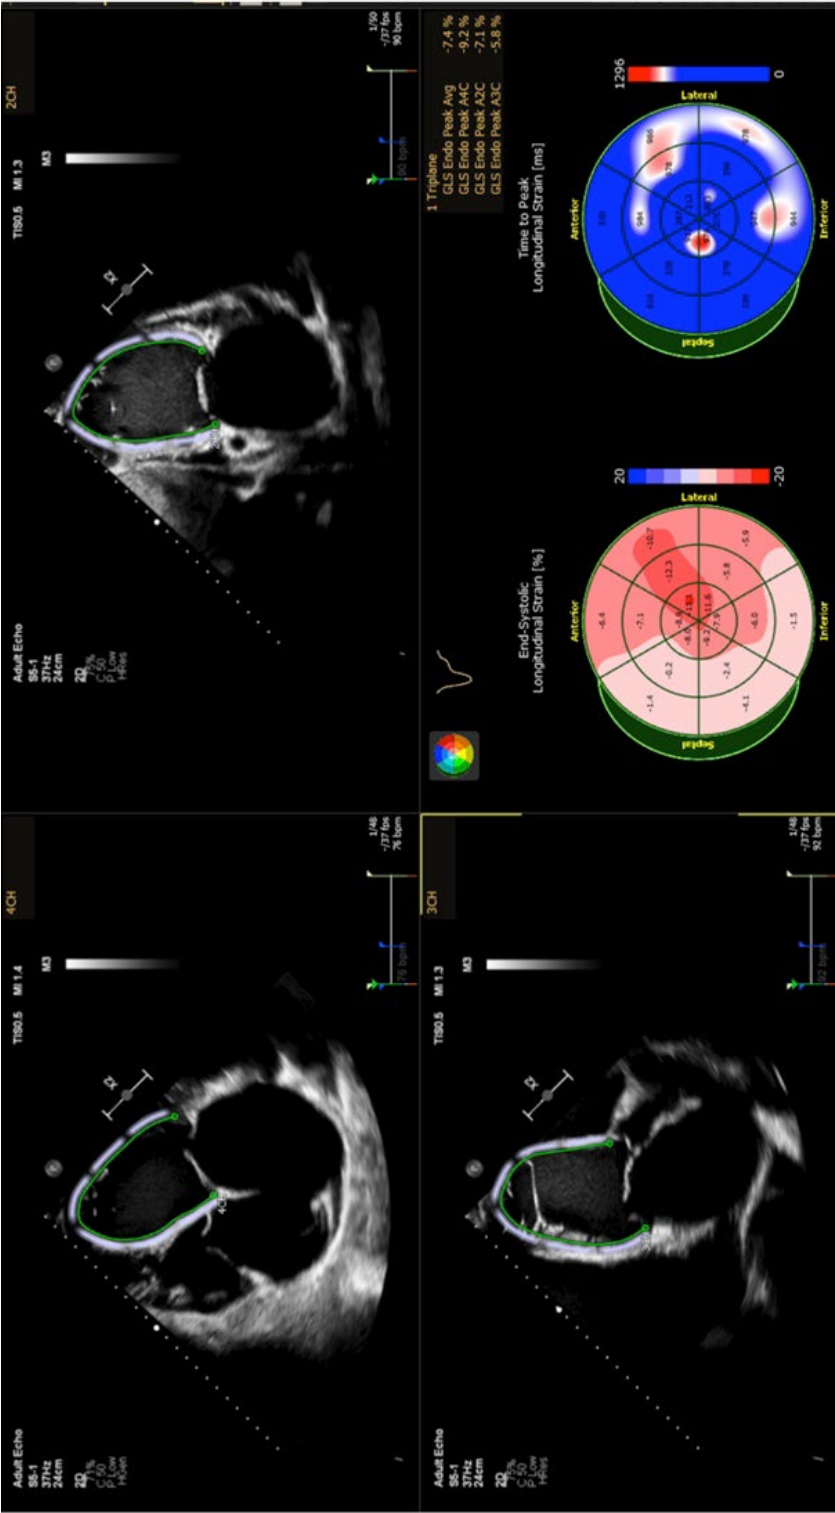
Left ventricular speckle tracking analysis shows decreased GLS strain values using apical four, three, and two chamber views.
